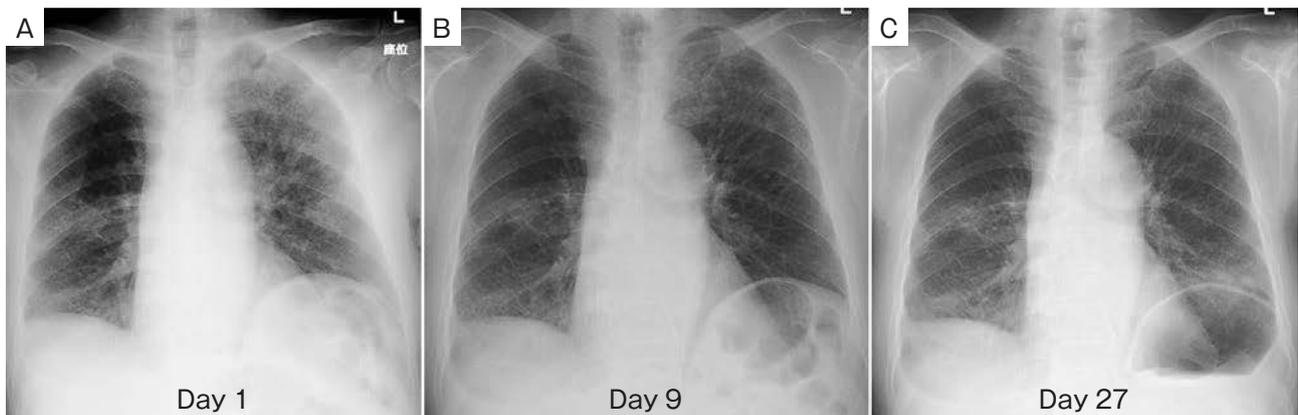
Clinical course. (A) Chest radiograph showed consolidation in the right lower lung field and ground glass opacity in the left lung field on admission. (B) The consolidation and ground glass opacity had improved 9 days after admission. (C) Recurrence of ground glass opacities in the right middle and left lower lung fields was revealed on day 27.
